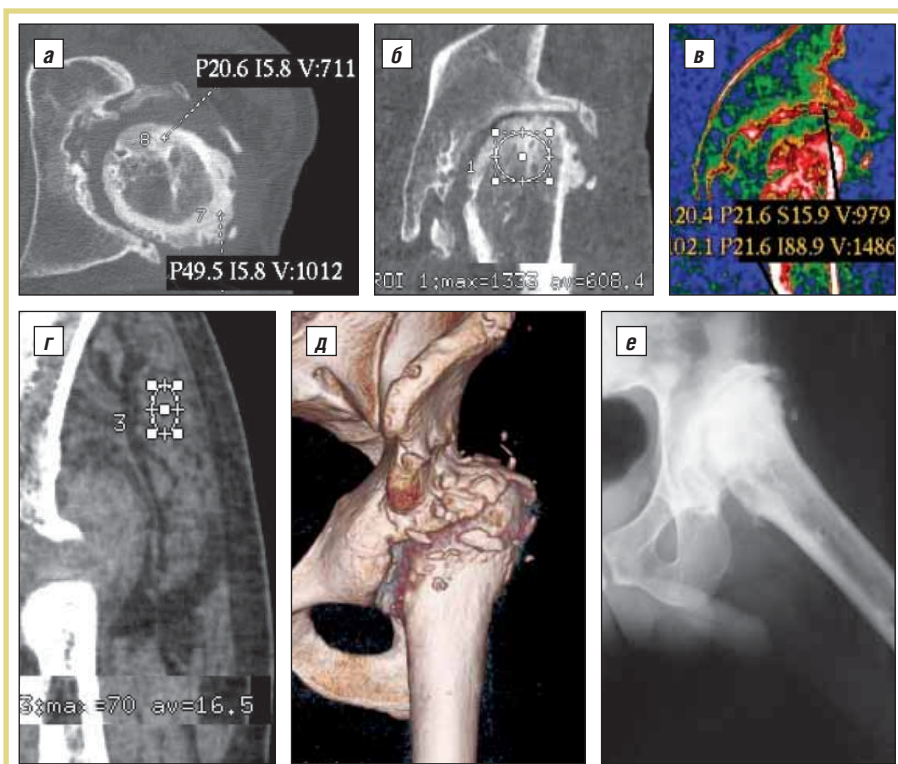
МСКТ тазобедренного сустава и подвздошной кости слева больного А., 44 лет (а–д); фистулограмма тазобедренного сустава (е)
